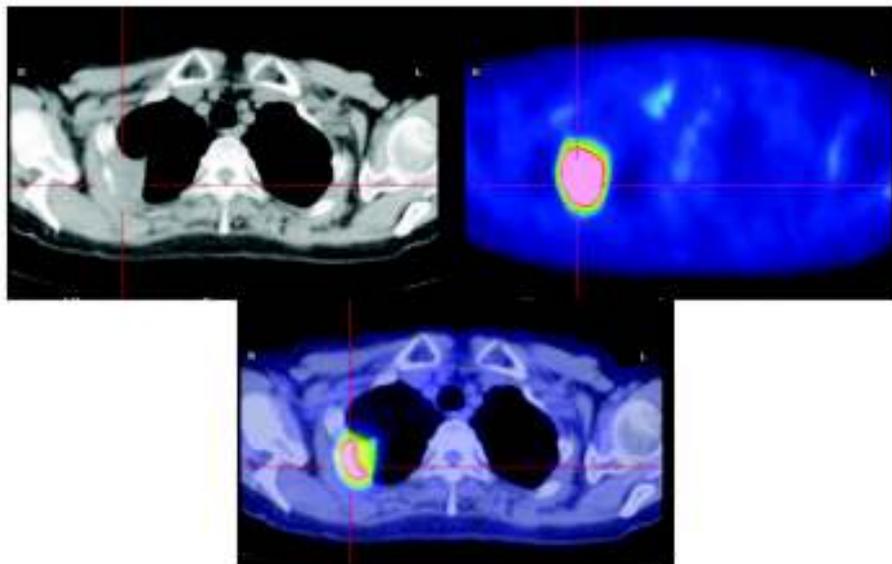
PET/CTで撮影された胸部画像（右肺がん症例）
